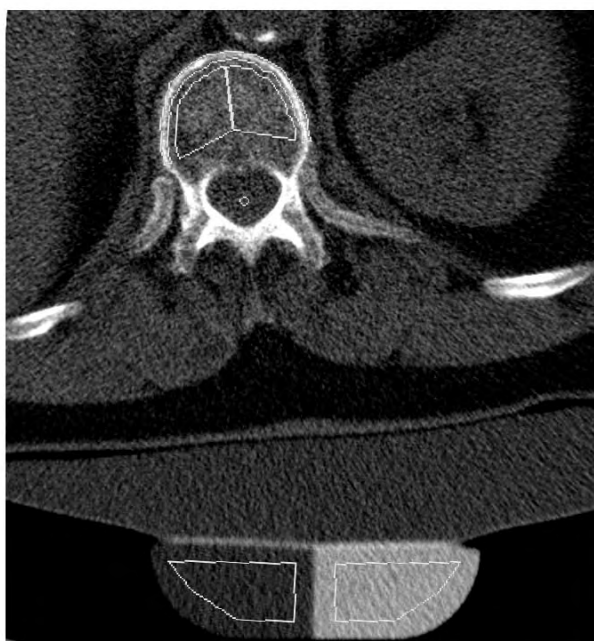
Quantitative Computertomographie mit trabekulärer und kortikaler Auswerteregion der LWS sowie Auswerteregionen im Kalibrierphantom (Boehm & Link, 2004)*
